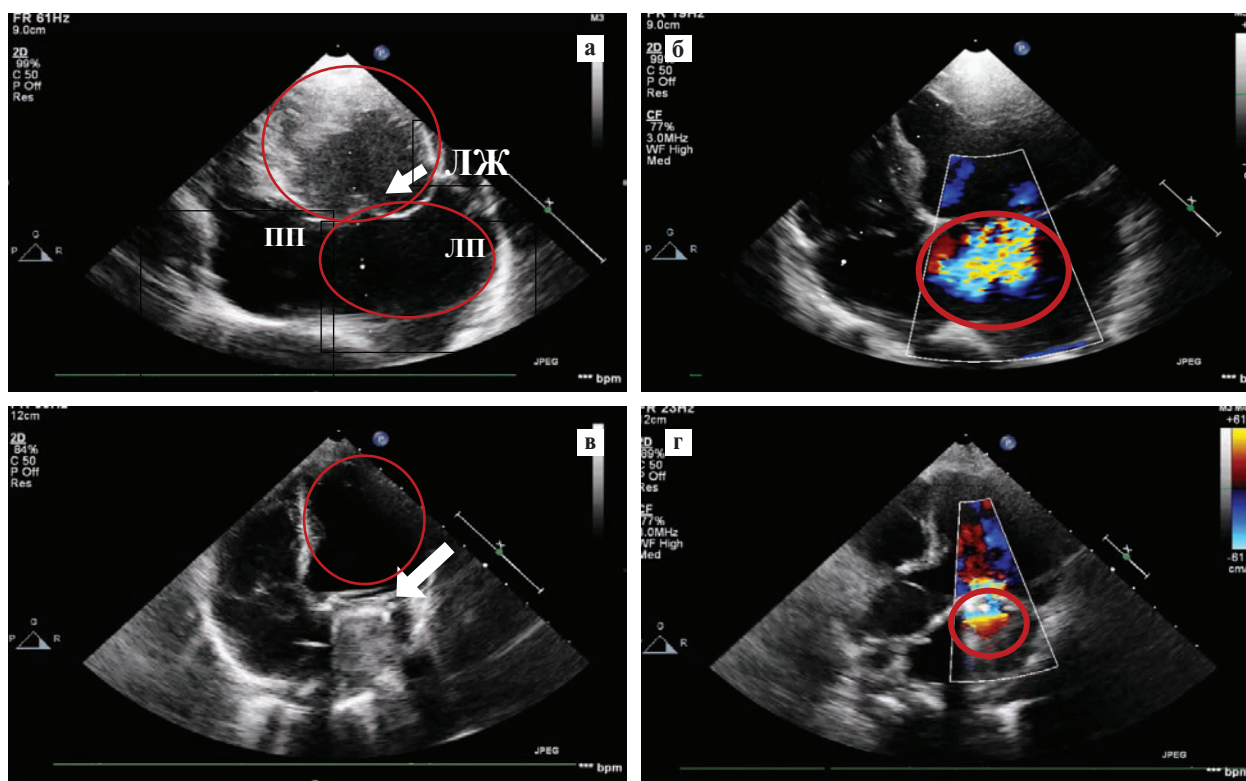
Эхокардиограмма пациентки 1 в возрасте 8 мес. Четырехкамерная позиция из апикального доступа с доплерографией митрального клапана (а, б — до операции; в, г — после операции).
